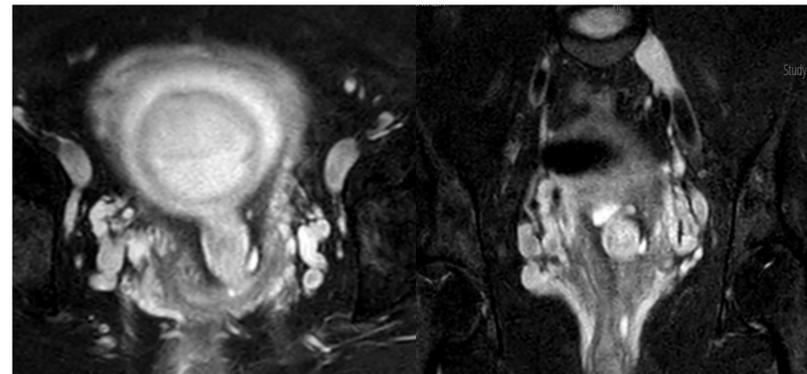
RM: imagen hipointensa en T2, que distiende parcialmente el canal, mide 2.0 x 1.3 x 1.1 cm.
